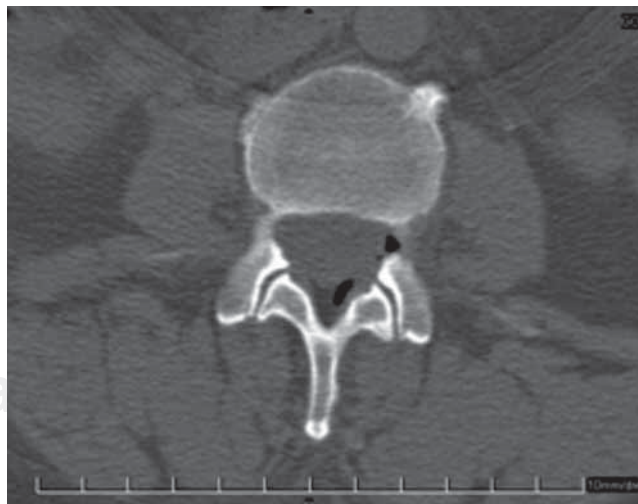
Tomografía axial computarizada (TAC) toracolumbar 12 horas después de administrada la anestesia neuroaxial muestra presencia de aire en el espacio epidural a nivel de L₃.
